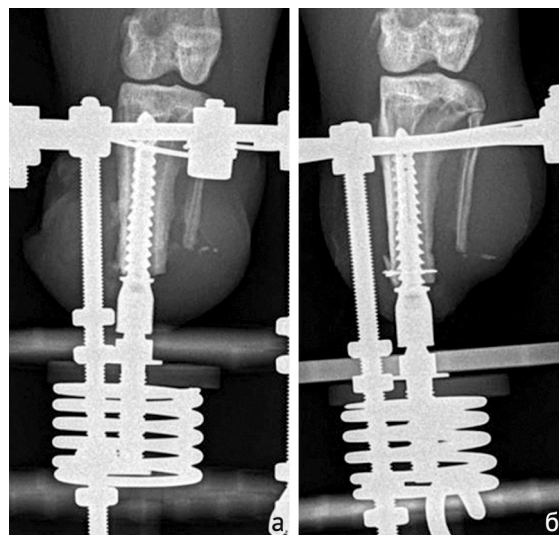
Рентгенограммы через 5 недель после имплантации: а — группа 1; б — группа 2
